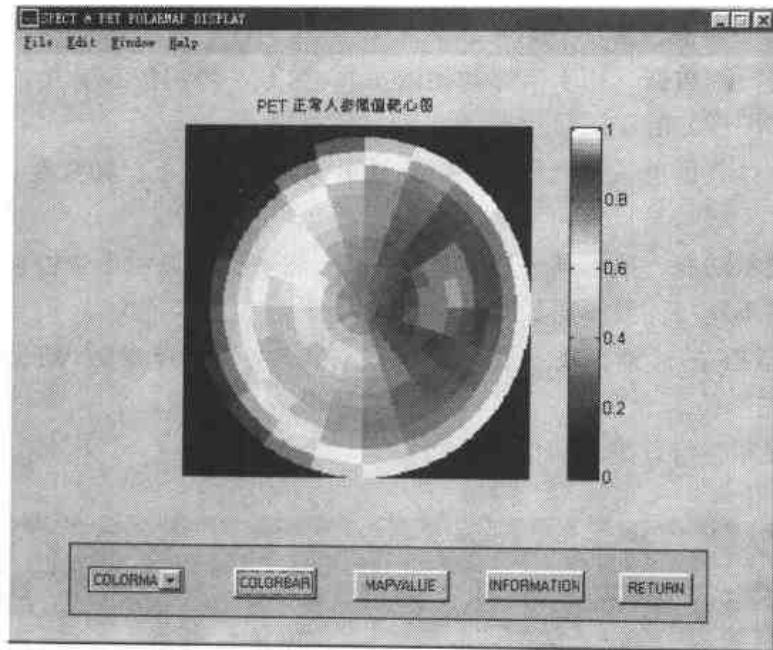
PET 心肌<sup>18</sup>F-FDG 代谢对照组正常靶心图
